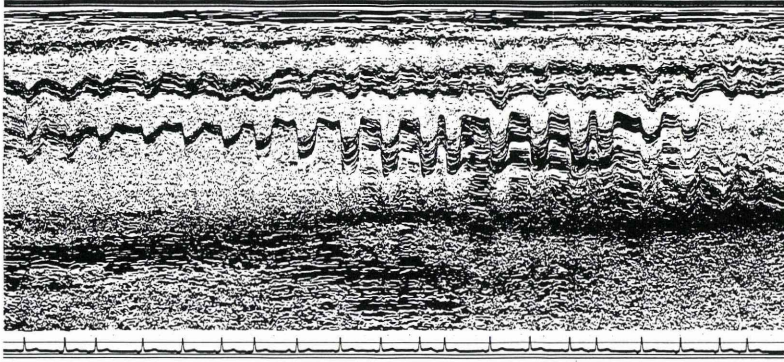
心エコー図：僧帽弁は、エコー輝度の増強を伴う多重エコーを呈し、DDRが15 mm/秒と著しく低下している。左房は拡張しているが、左房内血栓は認められない。
